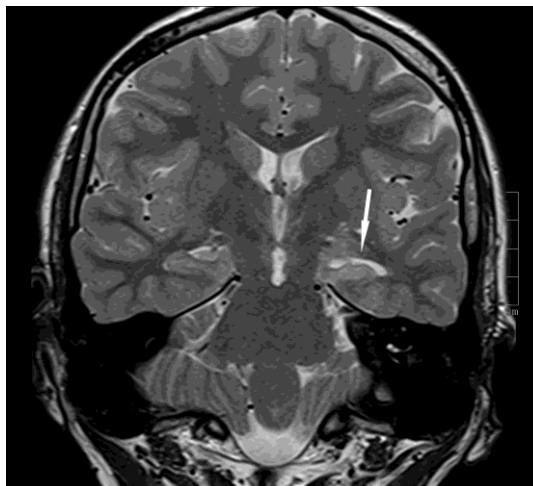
Пациент П., 17 лет (ИБ № 14667 2019 г.). Клинический диагноз: Структурная фокальная височная эпилепсия, фармакорезистентное течение. МРТ демонстрирует склероз левого гиппокампа (стрелка). Т2-ВИ в косой корональной плоскости на уровне головки гиппокампа.
